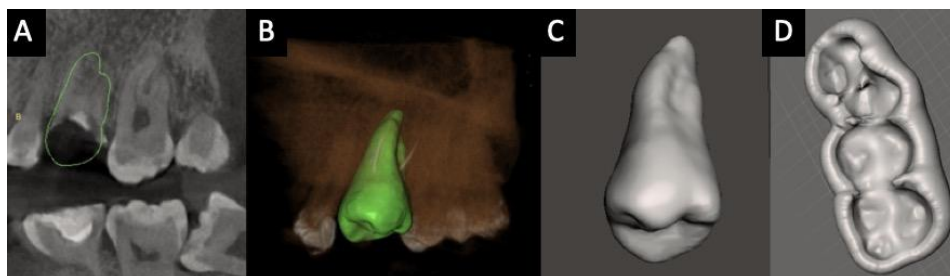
A. Tomografía volumétrica, B. Planificación digital de la posición del diente donante, C. Diseño del modelo tridimensional de la pieza 2.8, D. Férula quirúrgica de posicionamiento.
